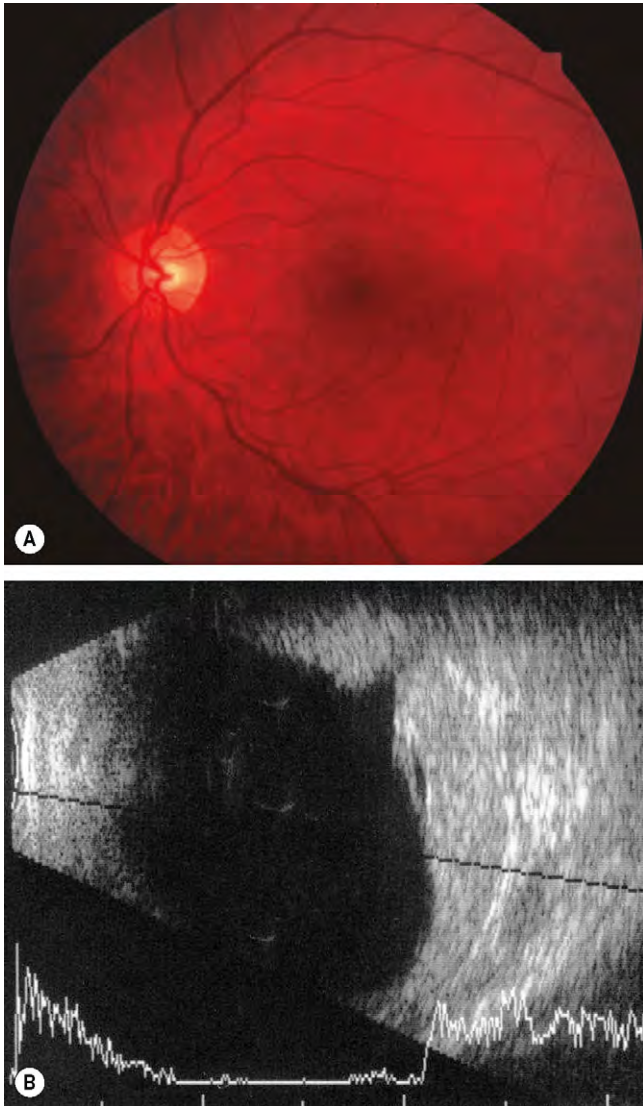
(A) Hemangioma coroideo difuso; (B) la ecografía en modo B muestra engrosamiento coroideo difuso.
